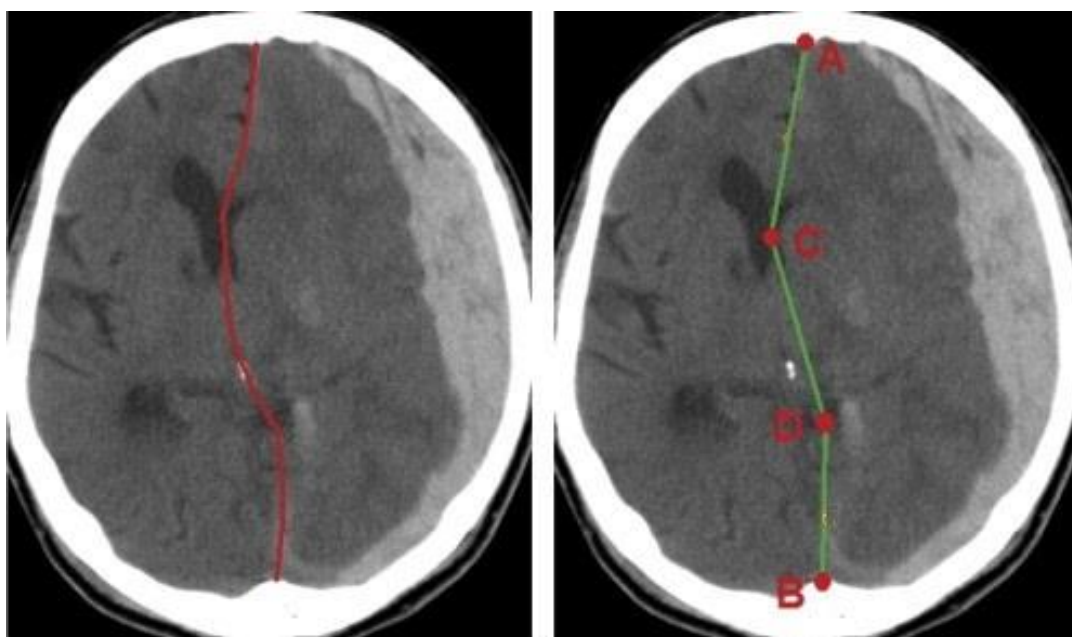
Segmenty CT obrazu mozgu
